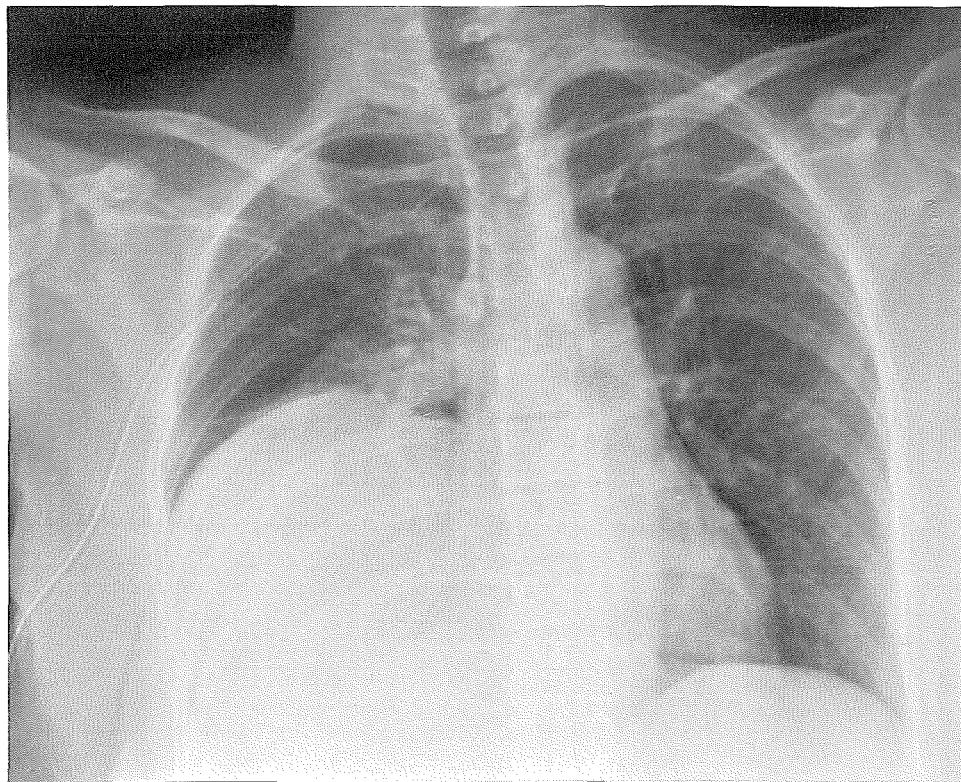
Radiographie de contrôle après drainage de l'épanchement
